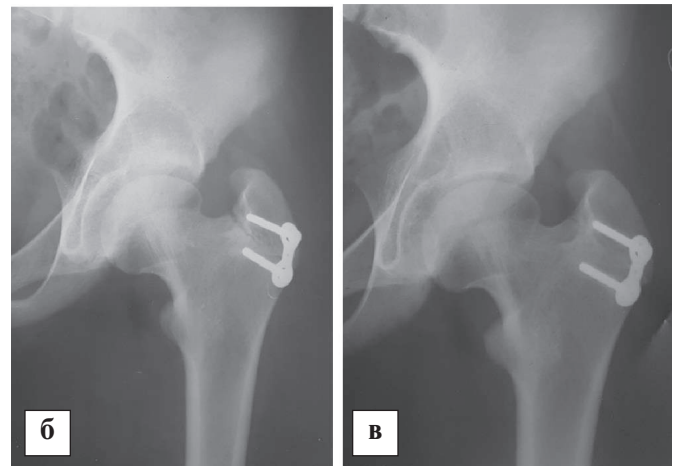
Фотокопія рентгенограми хворої 10р з наслідками АНГСК, тип 2 зліва. А – до оперативного лікування високе положення великого вертела; б, в – через 1 та 2 роки після тимчасового блокування зони роста великого вертела накістковою пластиною. АТД, ІФДШ, а також латеральний офсет в динаміці не змінені.
